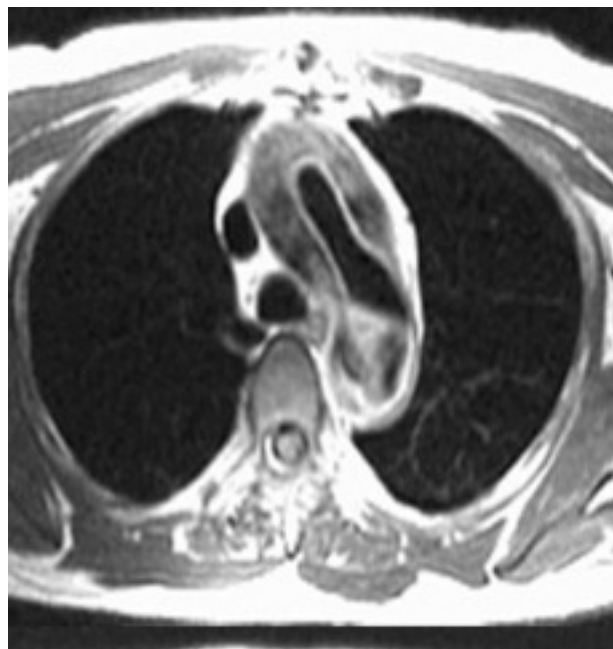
Imagen de disección aórtica obtenida con resonancia magnética.
